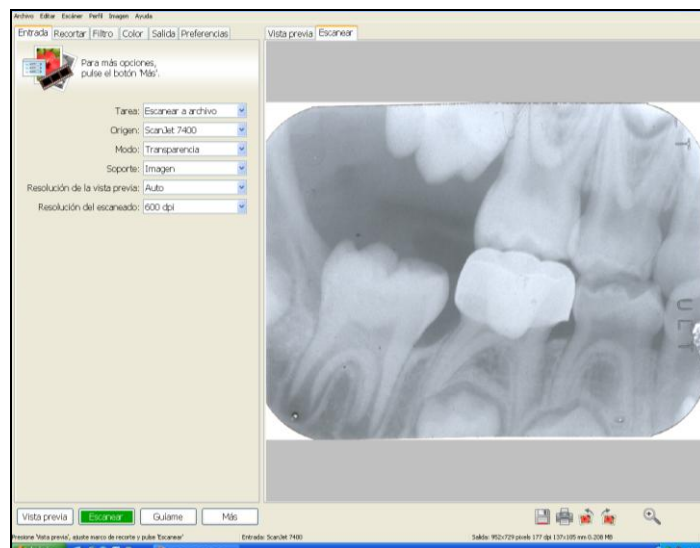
Programa informático para el escaneado de las radiografías.
